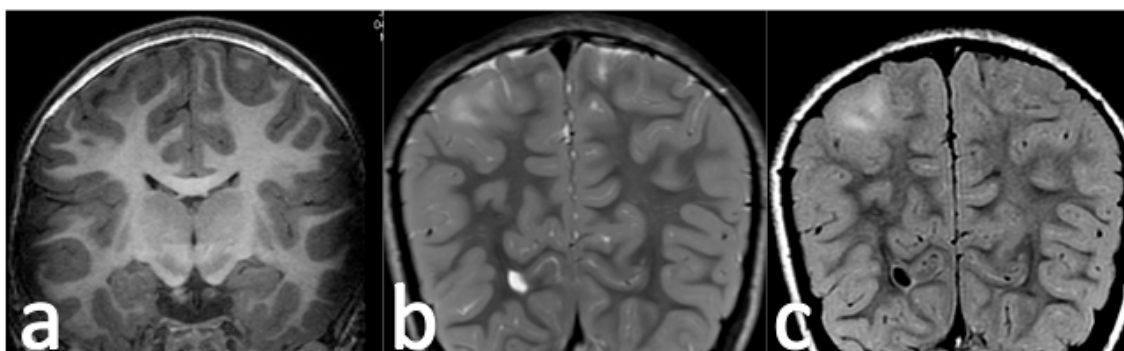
Hallazgos típicos en la displasia cortical focal tipo II. Borrosidad del margen cortical con discreto engrosamiento cortical y alteración de la señal de la sustancia blanca yuxtacortical que presenta áreas hipointensas e isointensas en la secuencia T1 (a) e hiperintensidad mal definida de morfología triangular con vértice dirigido al ventrículo en la secuencias T2 (b) y FLAIR (c).
